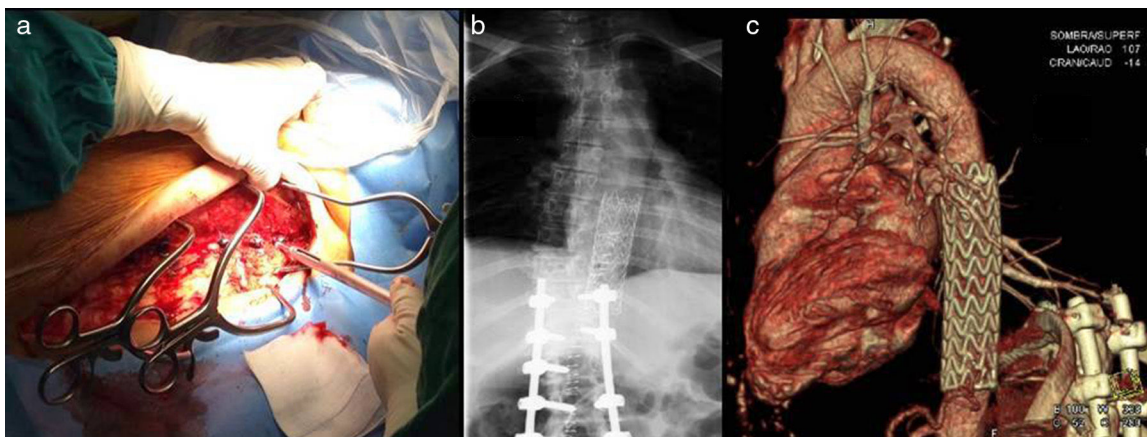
a) Momento quirúrgico de la retirada del tornillo desviado por parte del servicio de Traumatología. b) Radiografía simple de control donde se observa tanto la correcta colocación del nuevo tornillo, como la correcta colocación de la endoprótesis torácica. c) Angio-TC reconstrucción 3D de control anual ambulatorio sin alteraciones.
